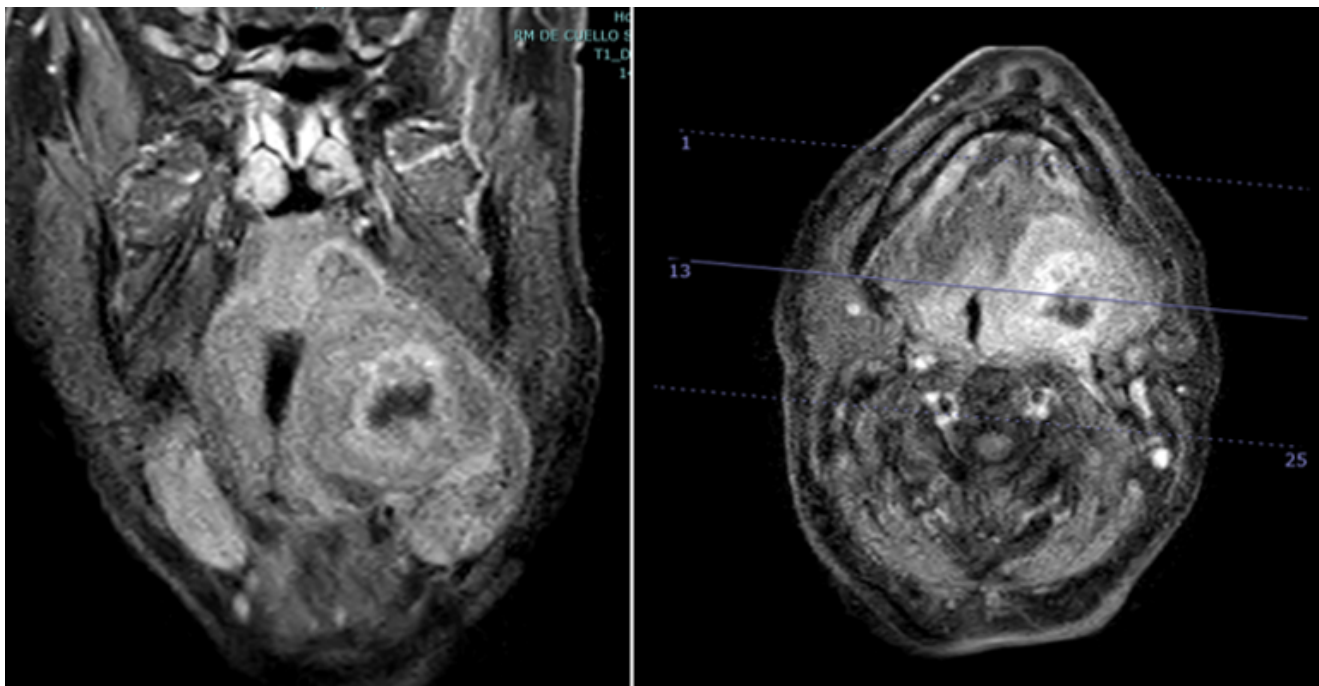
RMN cervicofacial, corte coronal y axial. Masa nodular con un componente central quístico-necrótico que afectaba la orofaringe e infiltraba espacio submandibular y músculos cercanos.
